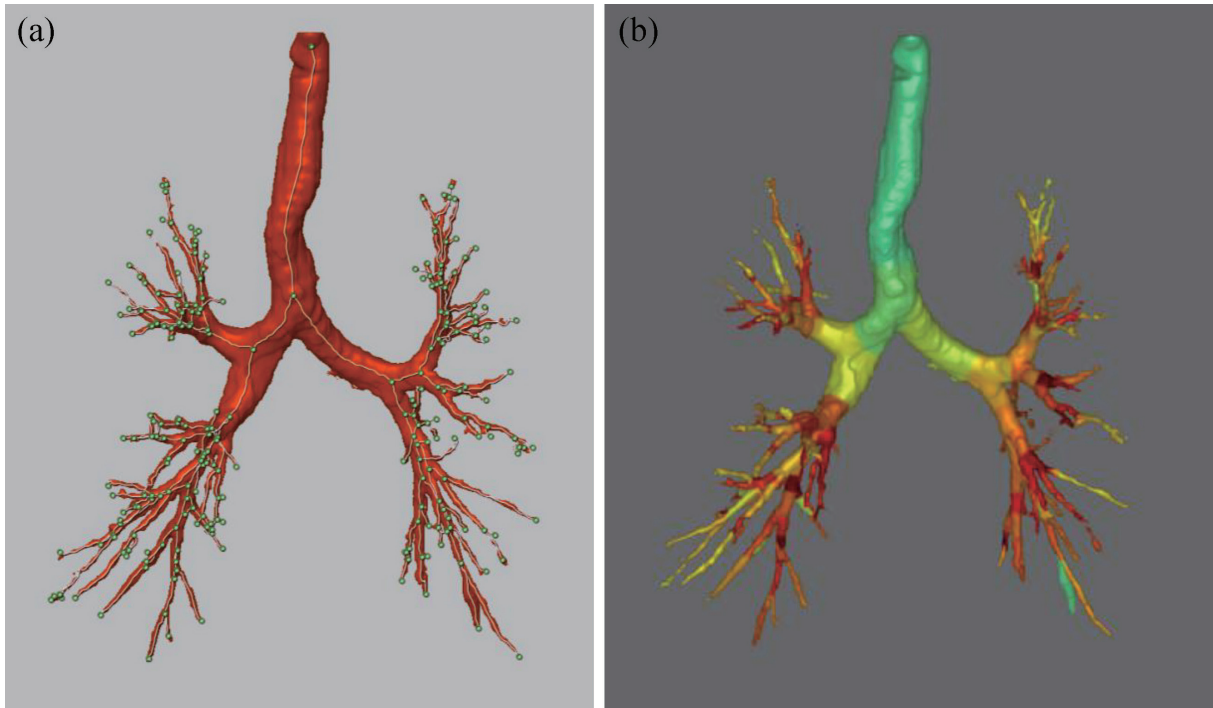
Airway measurement of a patient with GOLD stage 4 on CT. (a) Airway structure is segmented on CT and then skeleton of segmented airway is obtained. (b) Based on the skeleton, airway measurement is performed using integral-based half-band method. Measured wall area percentages are overlaid with different colors.
